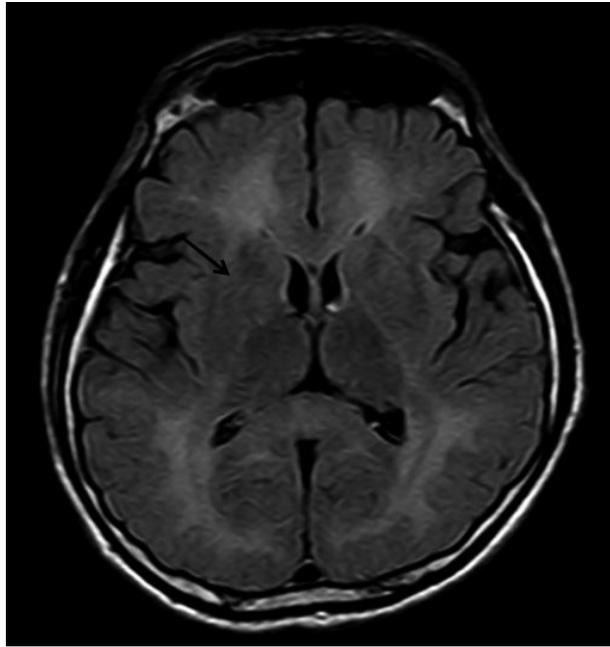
(T2W/FLAIR) High signal of central globus pallidus, which is the typical finding of acute carbon monoxide intoxication, is not found. Anatomical structure of basal ganglia is deformed with leucomalasia of surrounding white matter (arrow).
